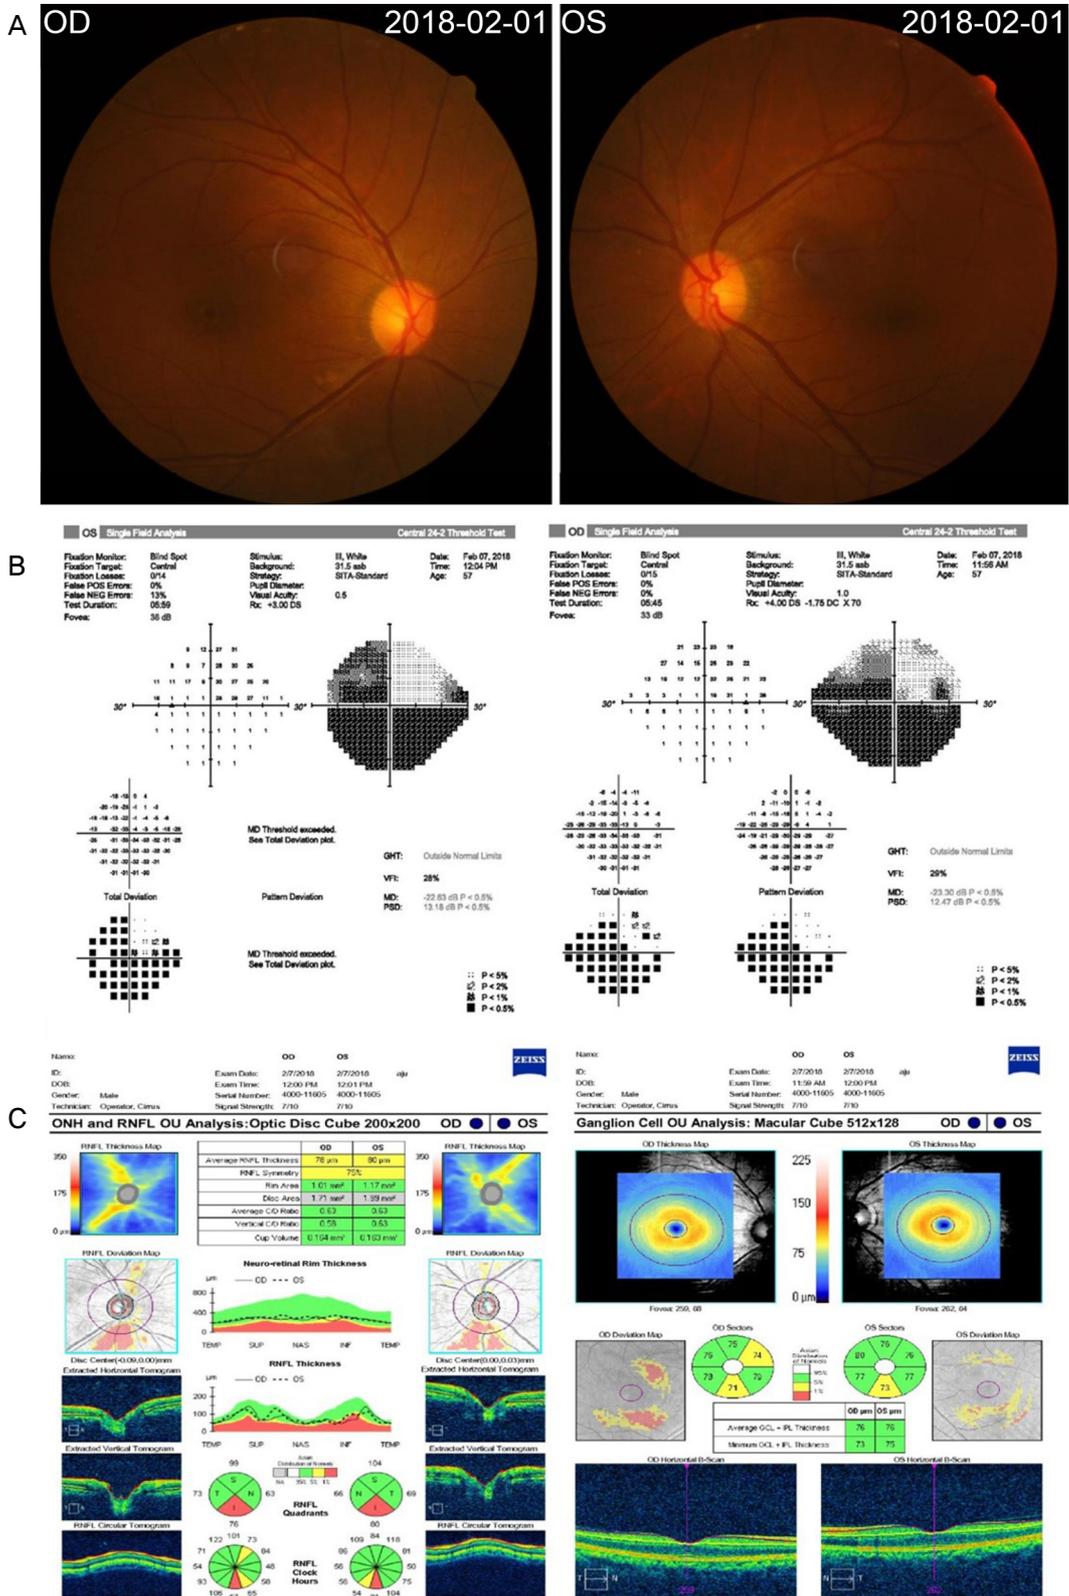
Ocular findings including fundus photography, visual field test, and optical coherence tomography (OCT). (A) Fundus photographs show normal disc and retina in both eyes. (B) Humphrey 24-2 visual field examination demonstrates bilateral inferior altitudinal defects associated with left superior incongruous quadrantanopia. (C) OCT for retinal nerve fiber layer thickness does not correspond to the results of visual field test. OD = oculus dexter; OS = oculus sinister; ONH = optic nerve head; RNFL = retinal nerve fiber layer; OU = oculus unitas.
